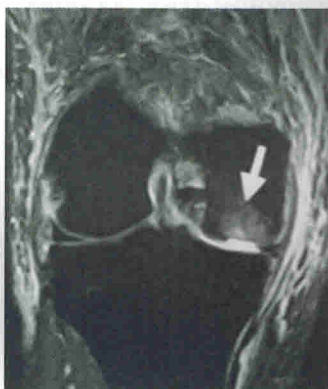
МРТ коленного сустава во фронтальной (корональной) плоскости. Стрелкой указан четко контурируемый травматический полнослойный дефект гиалинового хряща (хрящевой перелом) опорной поверхности латерального мыщелка, как следствие травмы сустава
